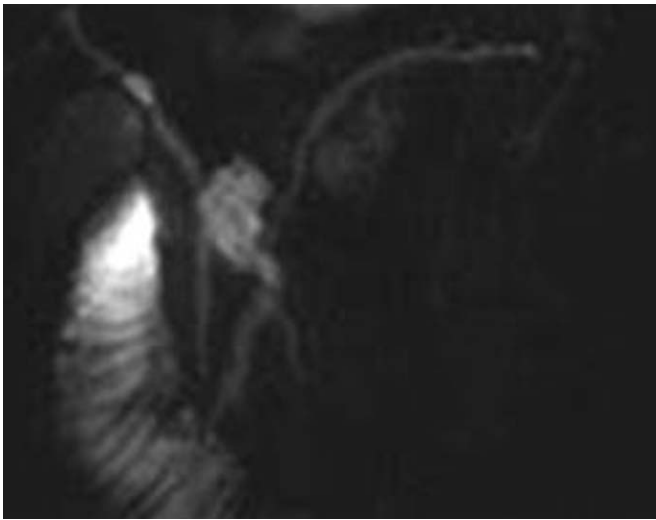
TIPMP d'un canal secondaire céphalique. IRM avec coupes épaisses pondérées T2. Dilatation kystique d'un canal secondaire céphalique. Communication avec le canal de Wirsung et dilatation d'aval du canal principal.
